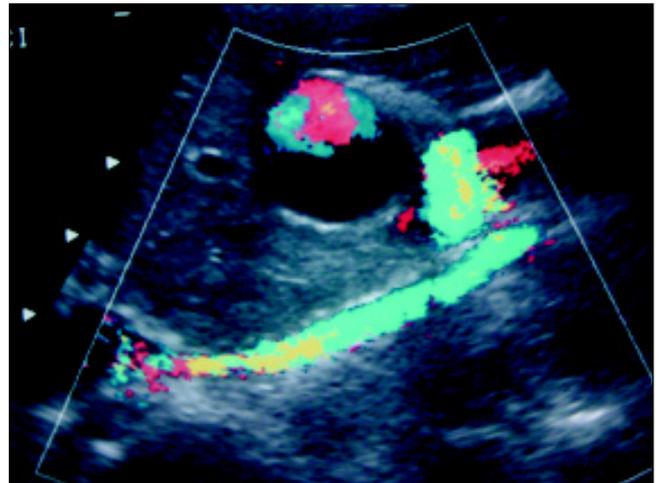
Ultra-sonografia com Doppler colorido ao nível do hilo hepático.
